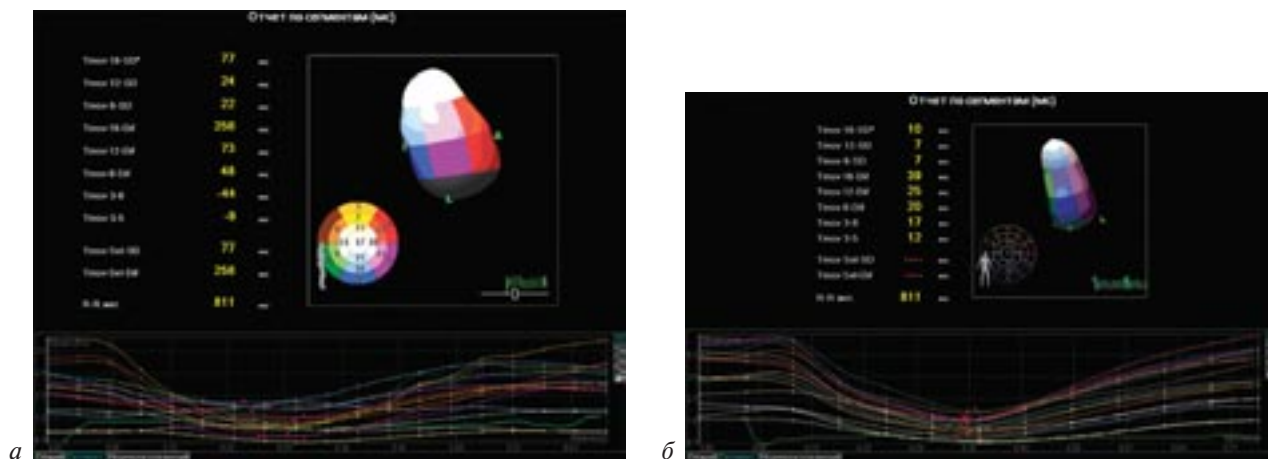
Трехмерная эхокардиография пациента Т. с манифестной преэкситацией (а) и пациента М., не имеющего преэкситации (б), в виде 16-сегментной модели
